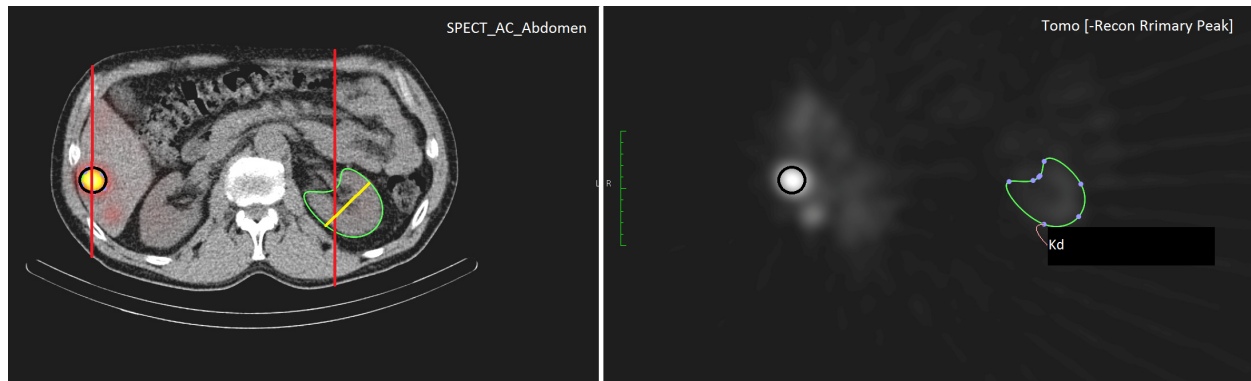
SPECT-Aufnahme mit eingezeichneten ROIs. Schwarz umrandet ist eine Lebermetastasen und grün die Niere. Die roten Linien messen jeweils die Körpertiefe an den entsprechenden Position und die gelbe Linie misst die Nierendicke.
